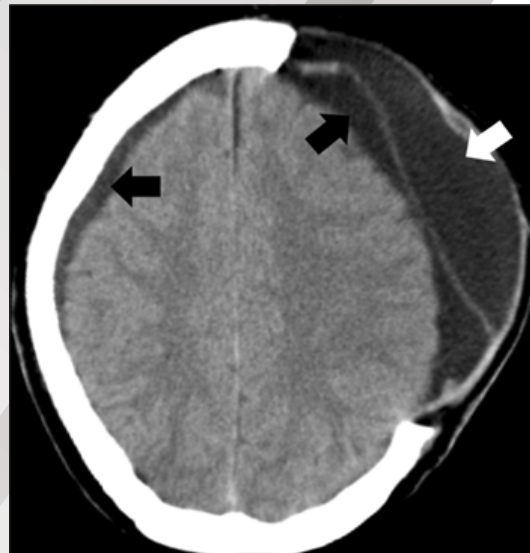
Hygroma occurring after Decompressive craniectomy. Axial CT scan showing ipsilateral and contralateral subdural hygroma (black arrows), which occurred after left-sided hemicraniectomy. Additional, a large epidural fluid collection (white arrow) is observed.
